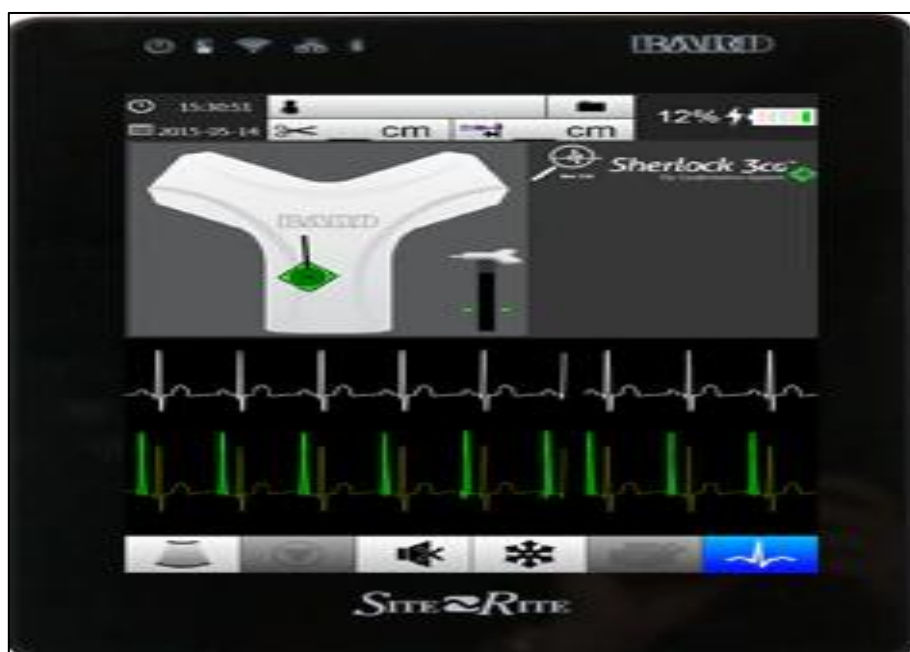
Image échographique site-rite montrant la modification de l'onde P en fonction de la position du cathéter.
